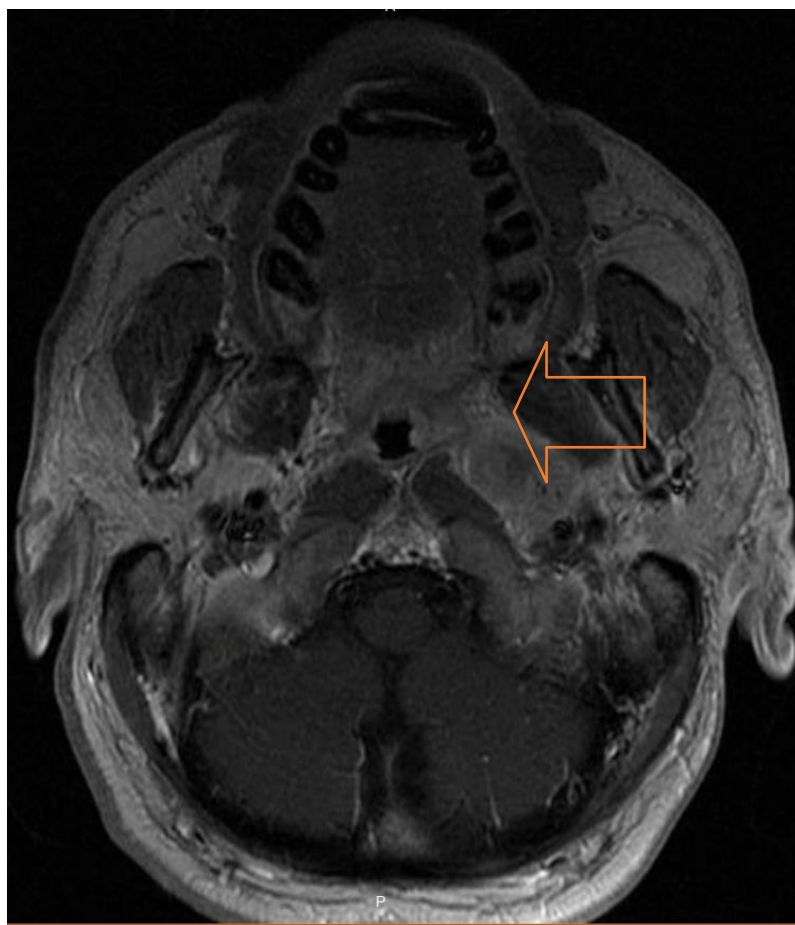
МРТ мягких тканей шеи до выполнения СХЭ
